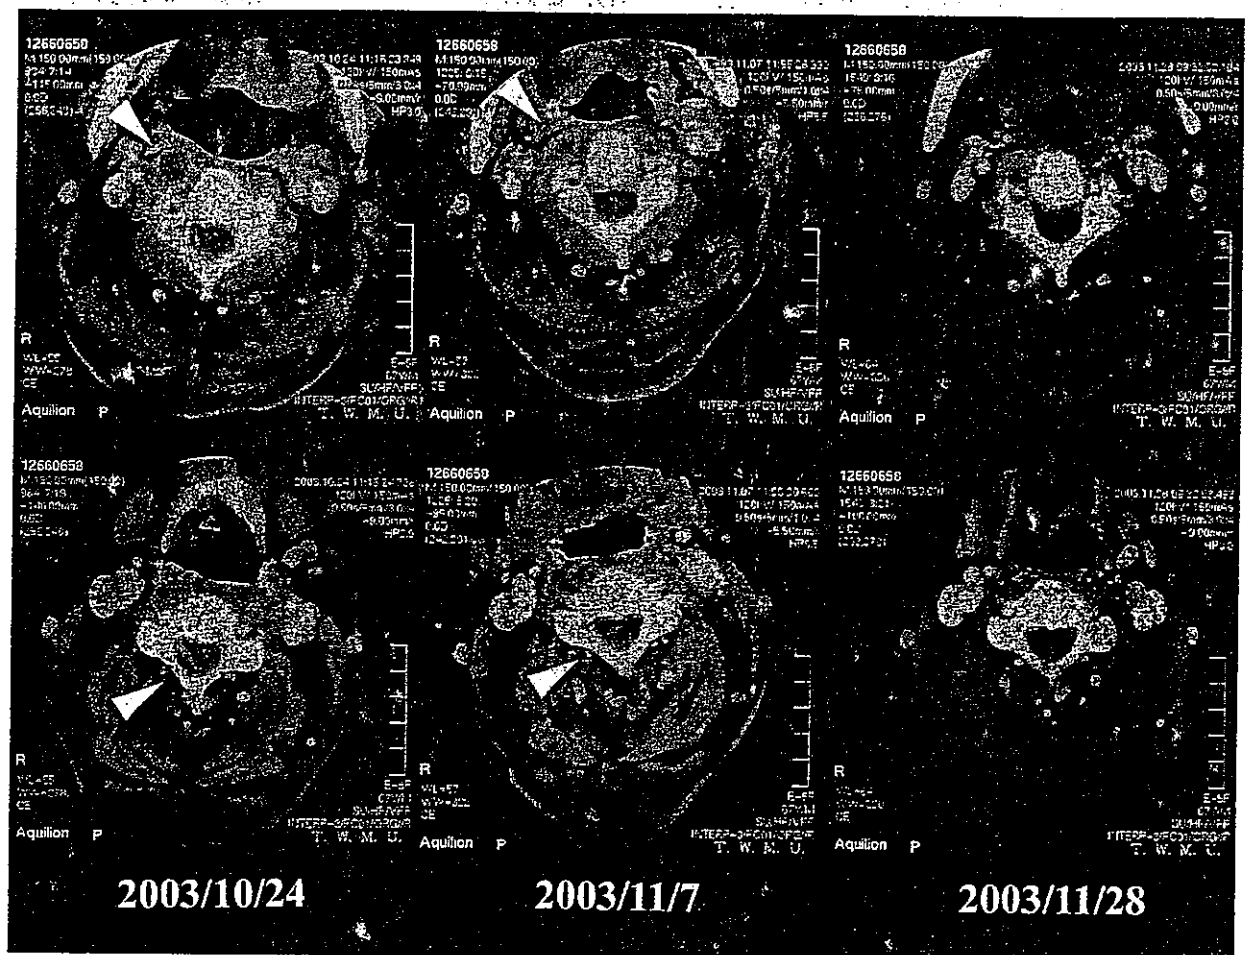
Enhanced CT of the cervix showed abnormal masses (arrowheads) deep in the neck (upper) and in the epidural region of the spinal cord (C5 level) (lower). These masses gradually reduced in volume and finally disappeared.
